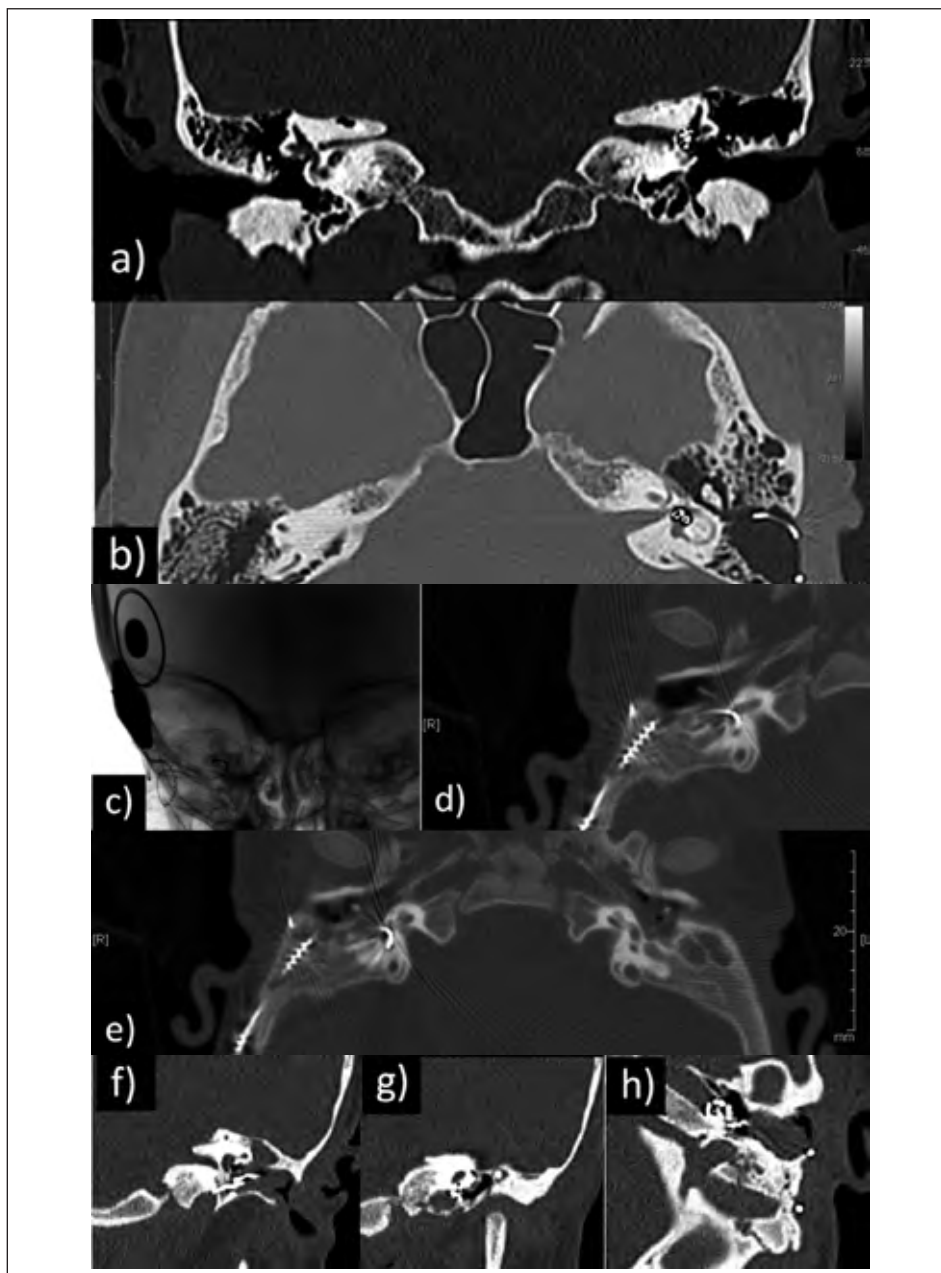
Malposizionamenti e kinking degli elettrodi: a) e b) immagini TC di elettrodi posizionati in vestibolo; c) d) e) immagini radiografiche di elettrodo posizionato nel canale semicircolare laterale; f) g) h) immagini TC di elettrodi inseriti nel canale carotideo
